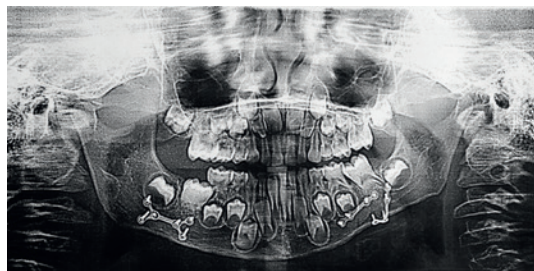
Ортопантомограмма через 2 года после операции.
